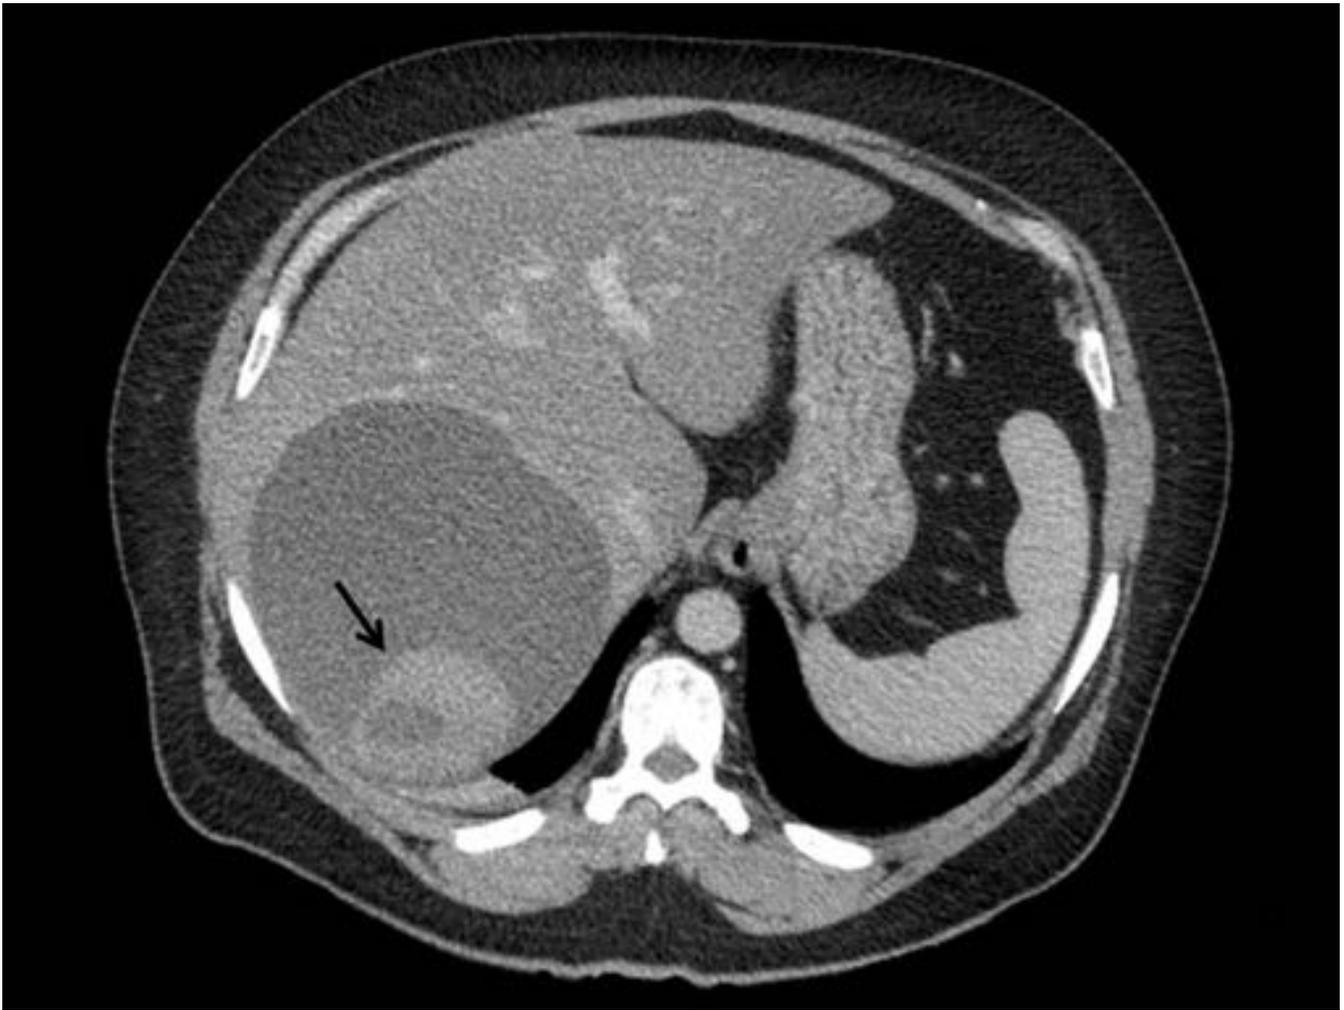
Paciente que acude a urgencias con dolor en hipocondrio derecho. TC abdominal con contraste, adquisición en fase portal. Lesión hepática con densidad quística de paredes finas que presenta una masa hiperdensa en su porción más declive (flecha).
